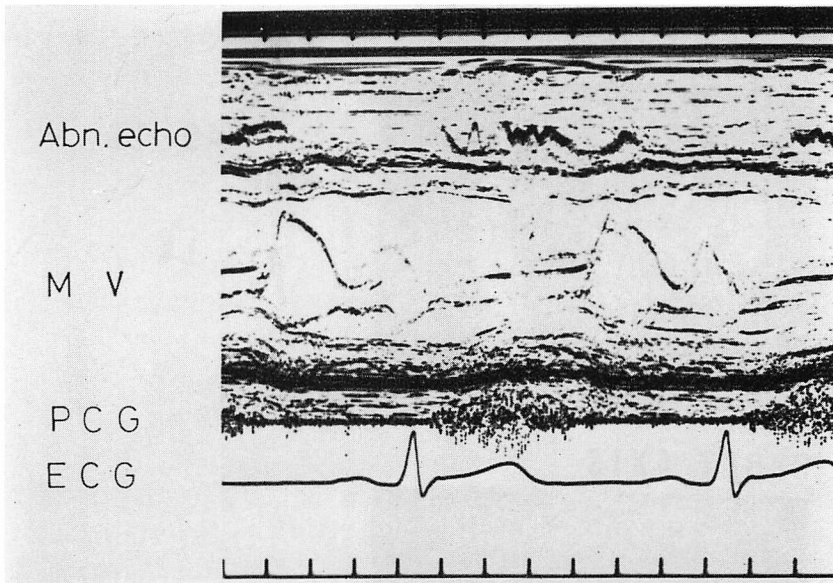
Preoperative echocardiogram in the beam direction of recording MV.
